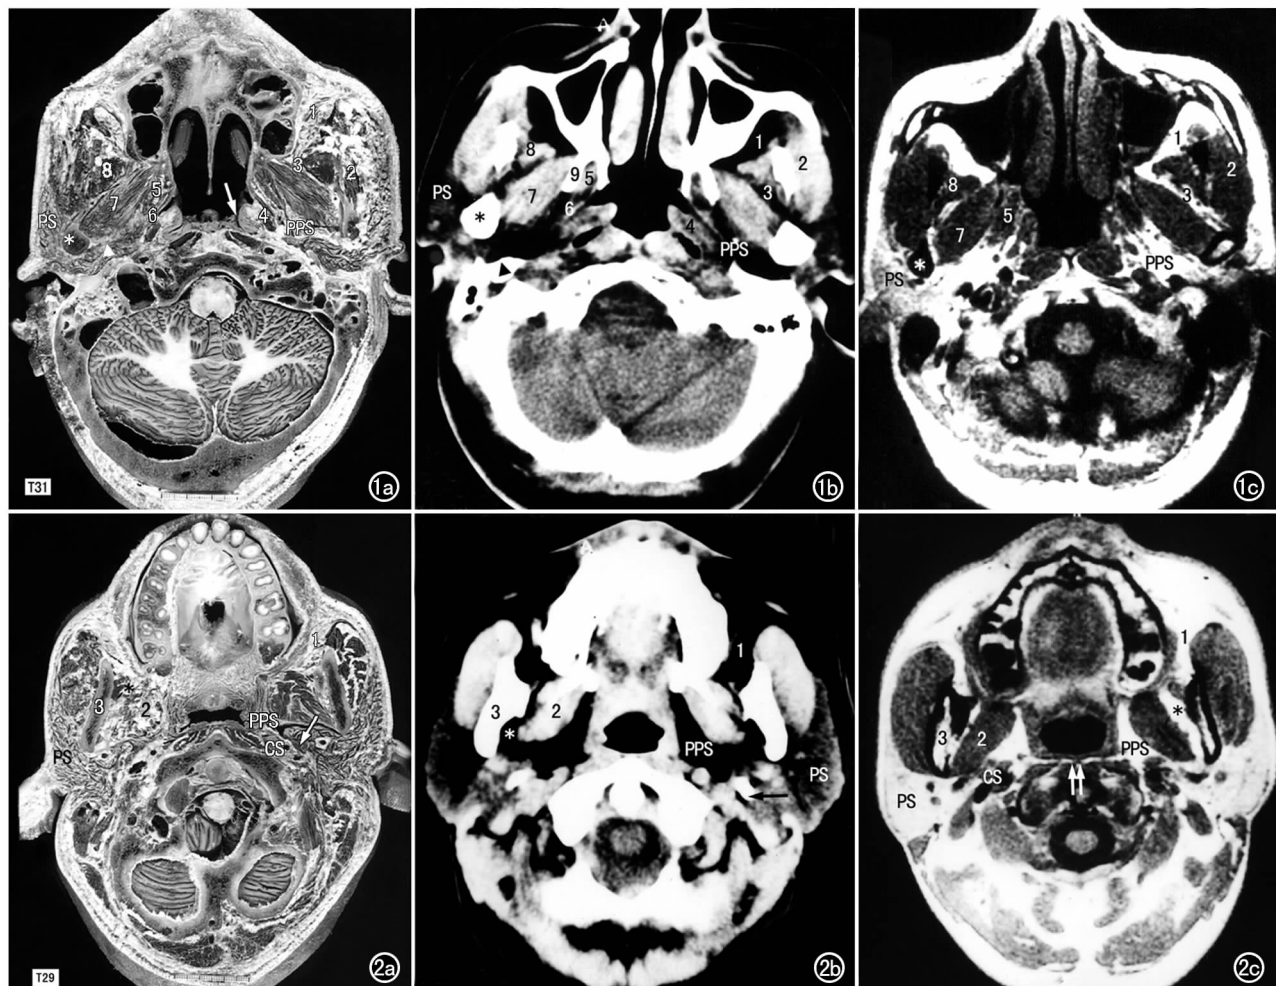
a) 枕骨大孔冰冻标本横断面; b) 枕骨大孔 CT 横断面; c) 枕骨大孔 MRI 横断面。PPS 咽旁间隙, PS 腮腺间隙, ↑ 咽隐窝, * 下颌头, ▲ 茎突, 1 颊间隙, 2 咬肌, 3 颞下间隙, 4 腭帆提肌, 5 翼内肌, 6 腭帆张肌, 7 翼外肌, 8 颞肌, 9 蝶骨外侧板。
